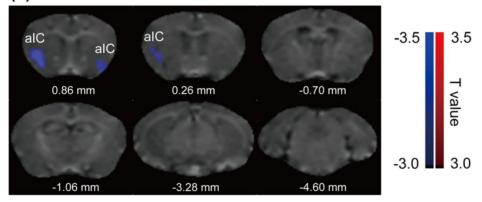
ICS モデルにおける[18F]FDG 集積の増加と LPA1 受容体 ノックアウトマウスにおける集積増加の消失
